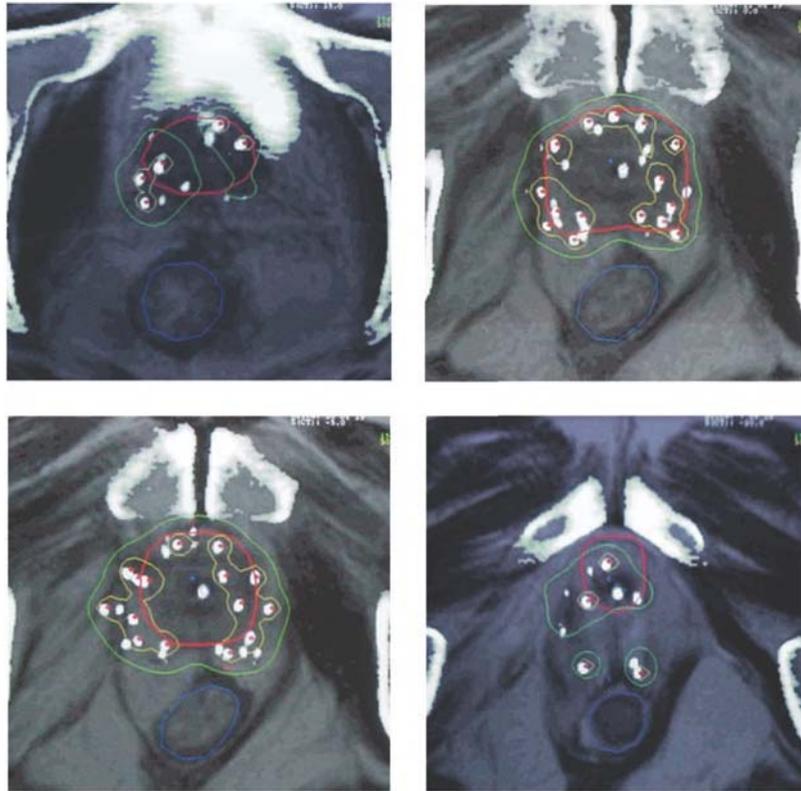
Dosimetría post-implante basada en imágenes de fusión de TC y RMN. Se puede apreciar la definición de la cápsula prostática por el componente RMN y las semillas y marco óseo por el componente TC. Se puede apreciar el efecto margen, así como las zonas frías en base y ápex de la próstata.
